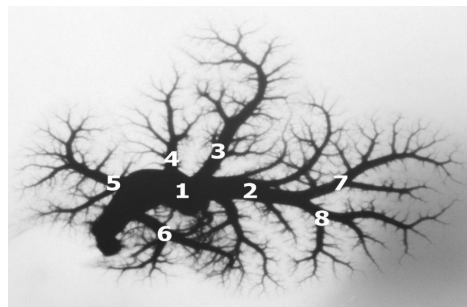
Вени печінки інтактного щура. Фото з рентгенангіограми: 1 – венозний колектор печінки; 2 – вена лівої частки печінки (7–8-бокова і центральна притоки); 3 – вена середньої частки печінки; 4–5 – передній і задній сегменти правої частки печінки; 6 – вена хвостатої частки печінки.
